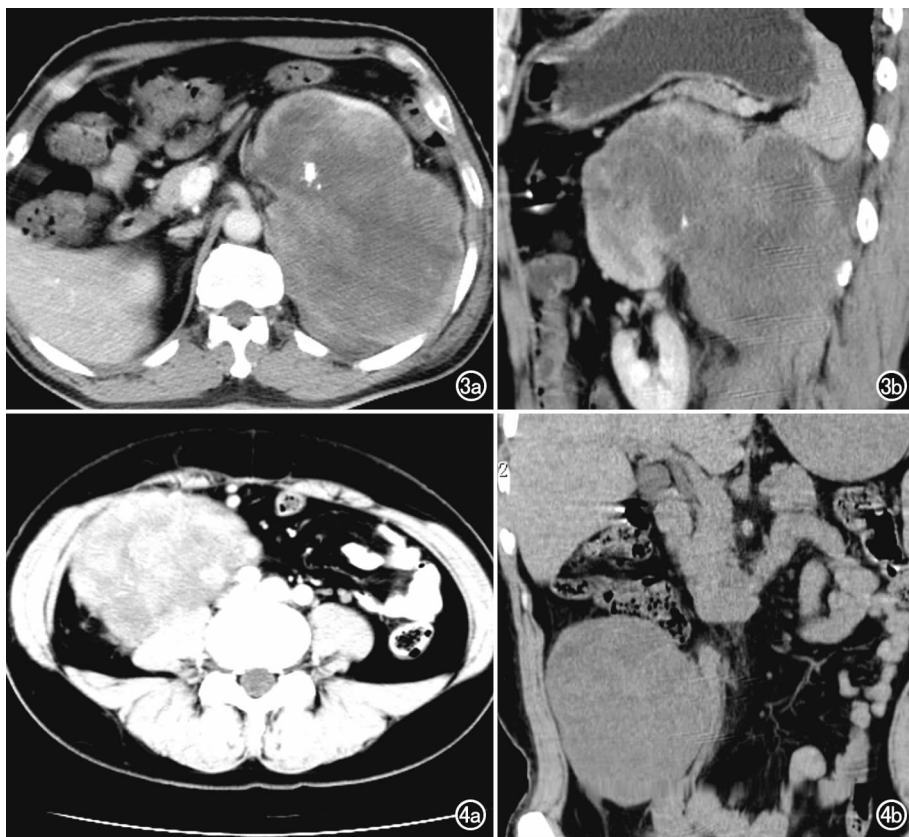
女,54岁,腹膜后间质瘤。可见腹部分叶状软组织肿块,内有点状钙化及分隔状强化,胰腺、肾脏受压移位。a) CT平扫轴面图像;b) 矢状面重组图像。图4 男,65岁,腹膜后间质瘤。a) CT增强扫描动脉期示肿块呈分隔状强化,肿块与腰肌、血管境界模糊;b) CT平扫冠状面重组图像示右腹部类圆形软组织肿块,肠管及腹部血管周围移位。
